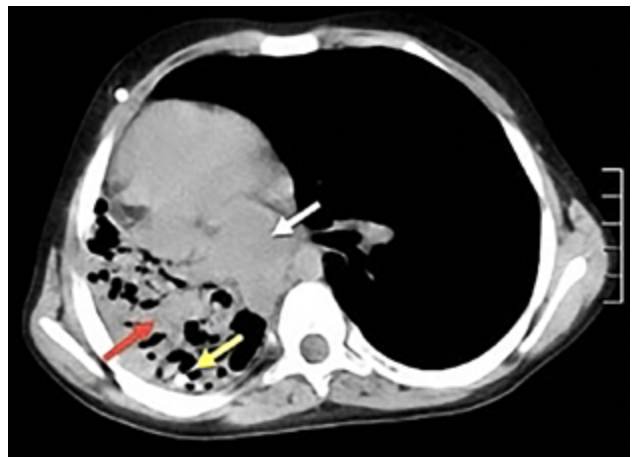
Tomografía computarizada del tórax del Caso 1, que muestra el catéter distal migrado dentro del parénquima pulmonar derecho. Nótese la hiperdensidad patológica del tejido pulmonar (flecha roja) con el catéter distal migrado (flecha amarilla) y la retracción y desplazamiento del mediastino (flecha blanca).
